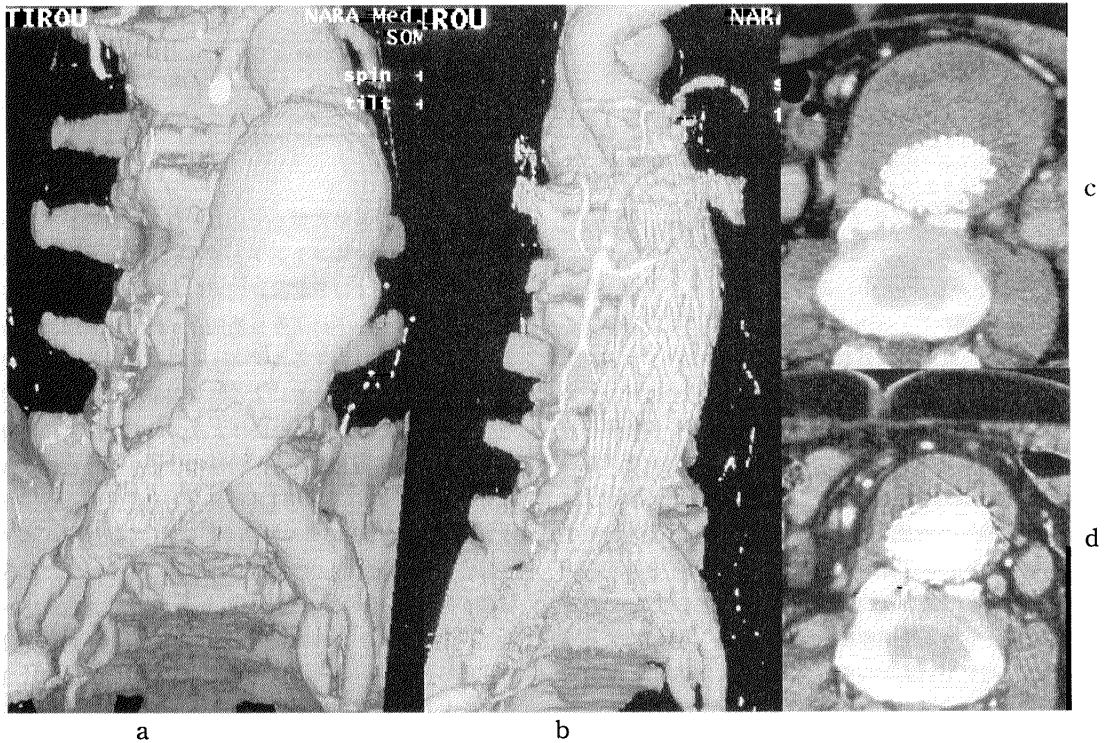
a; CT angiogram shows infrarenal abdominal aortic aneurysm with bilateral iliac involvement.
